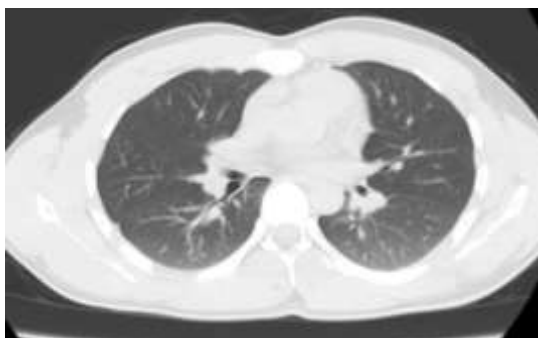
Снятие КТ во время выдоха
